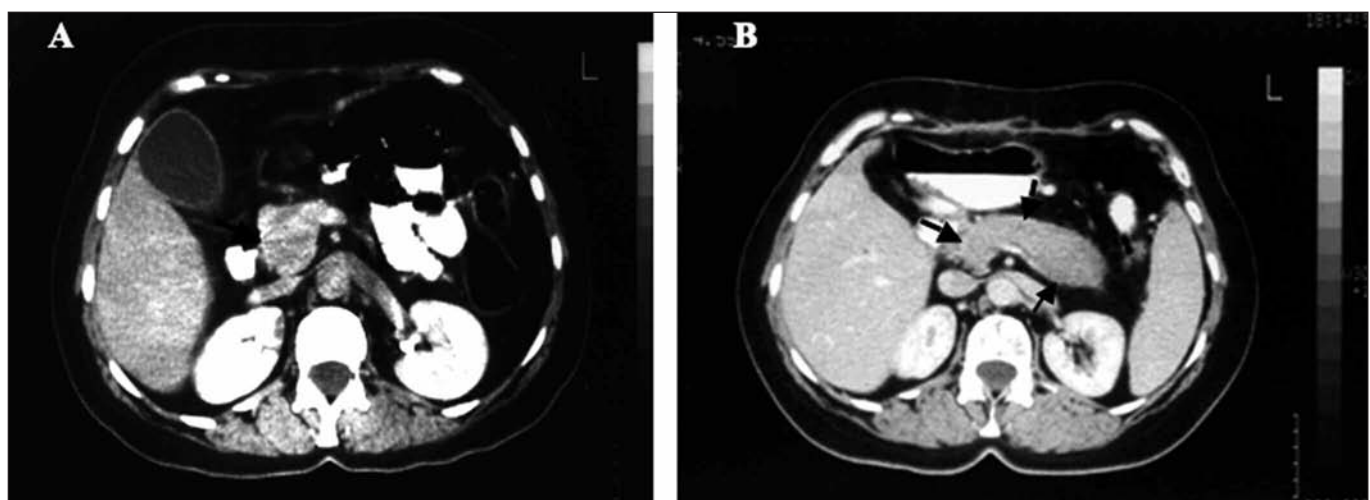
Pancreatitis autoinmune. TAC: aumento difuso del páncreas. A: Aumento de la cabeza; B: aumento del cuerpo y cola. Tomado de Beristain JL, et al. Rev Esp Enferm Dig 2008 (en prensa) (37).
